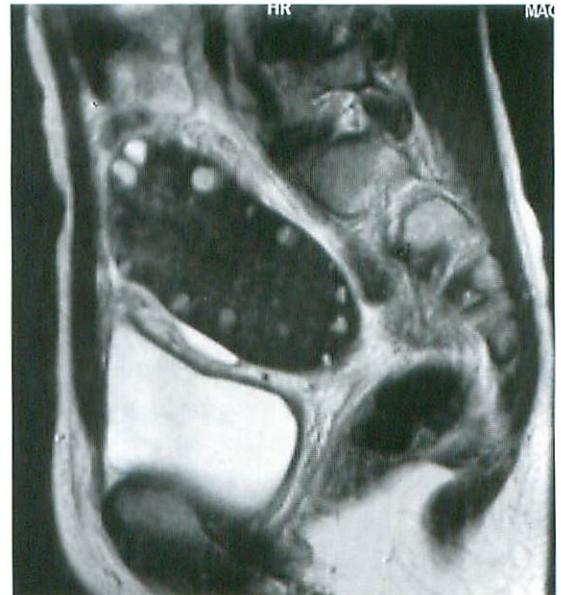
T2-weighted MR image (Sagittal) shows a low-intensity mass with multiple follicles located peripherally.
